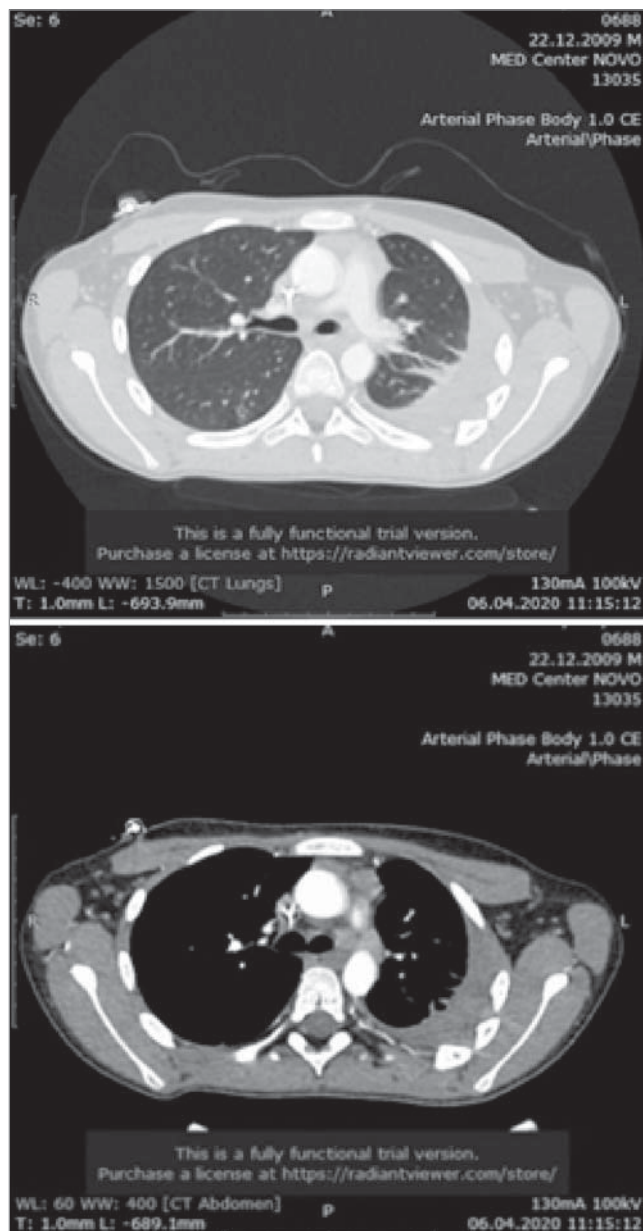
КТ від 25.02.2020. Справа в нижній частці S6 — субплеврально вогнище з центральною порожниною та лінійними тяжами по периферії. Ліворічний гідроторакс із компресійними ателектазами задніх відділів обох часток легені
